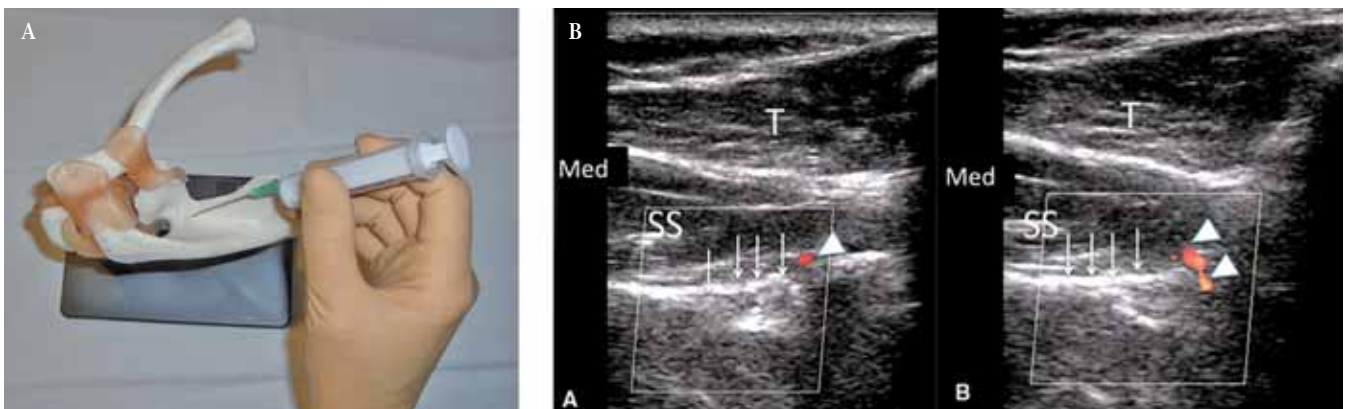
A) Técnica ecográfica: orientación de la aguja. B) Imagen ecográfica doppler: escotadura supraescapular (SSN). Escotadura espinoglenoidea (GSN). En la imagen ecográfica en corte longitudinal, vemos el trapecio (T), el supraespinoso (SS), las flechas verticales señalan el lig. transversum con la escotadura debajo y el nervio en su interior. Las puntas de flecha muestran la arteria atravesando el lig. transversum por encima en dirección a la fosa infraespinosa.
